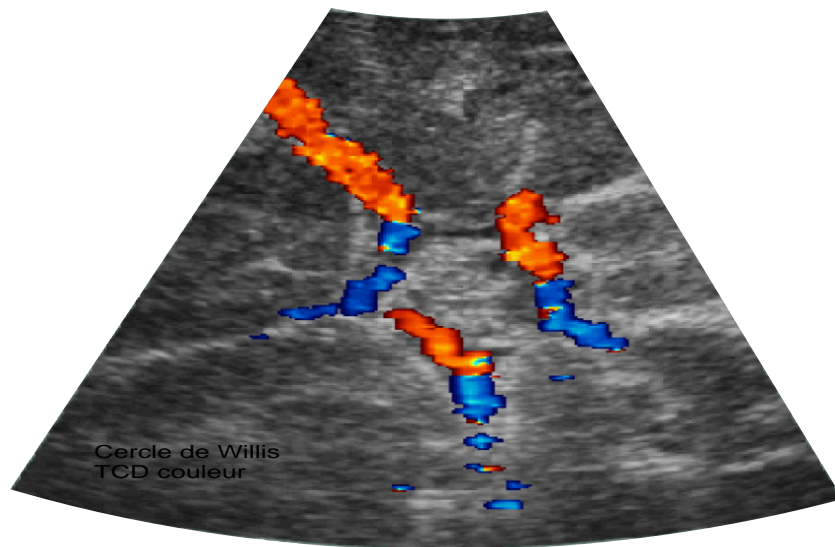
Image issue d'un système Doppler transcrânien couleur (artères du cercle de Willis).
